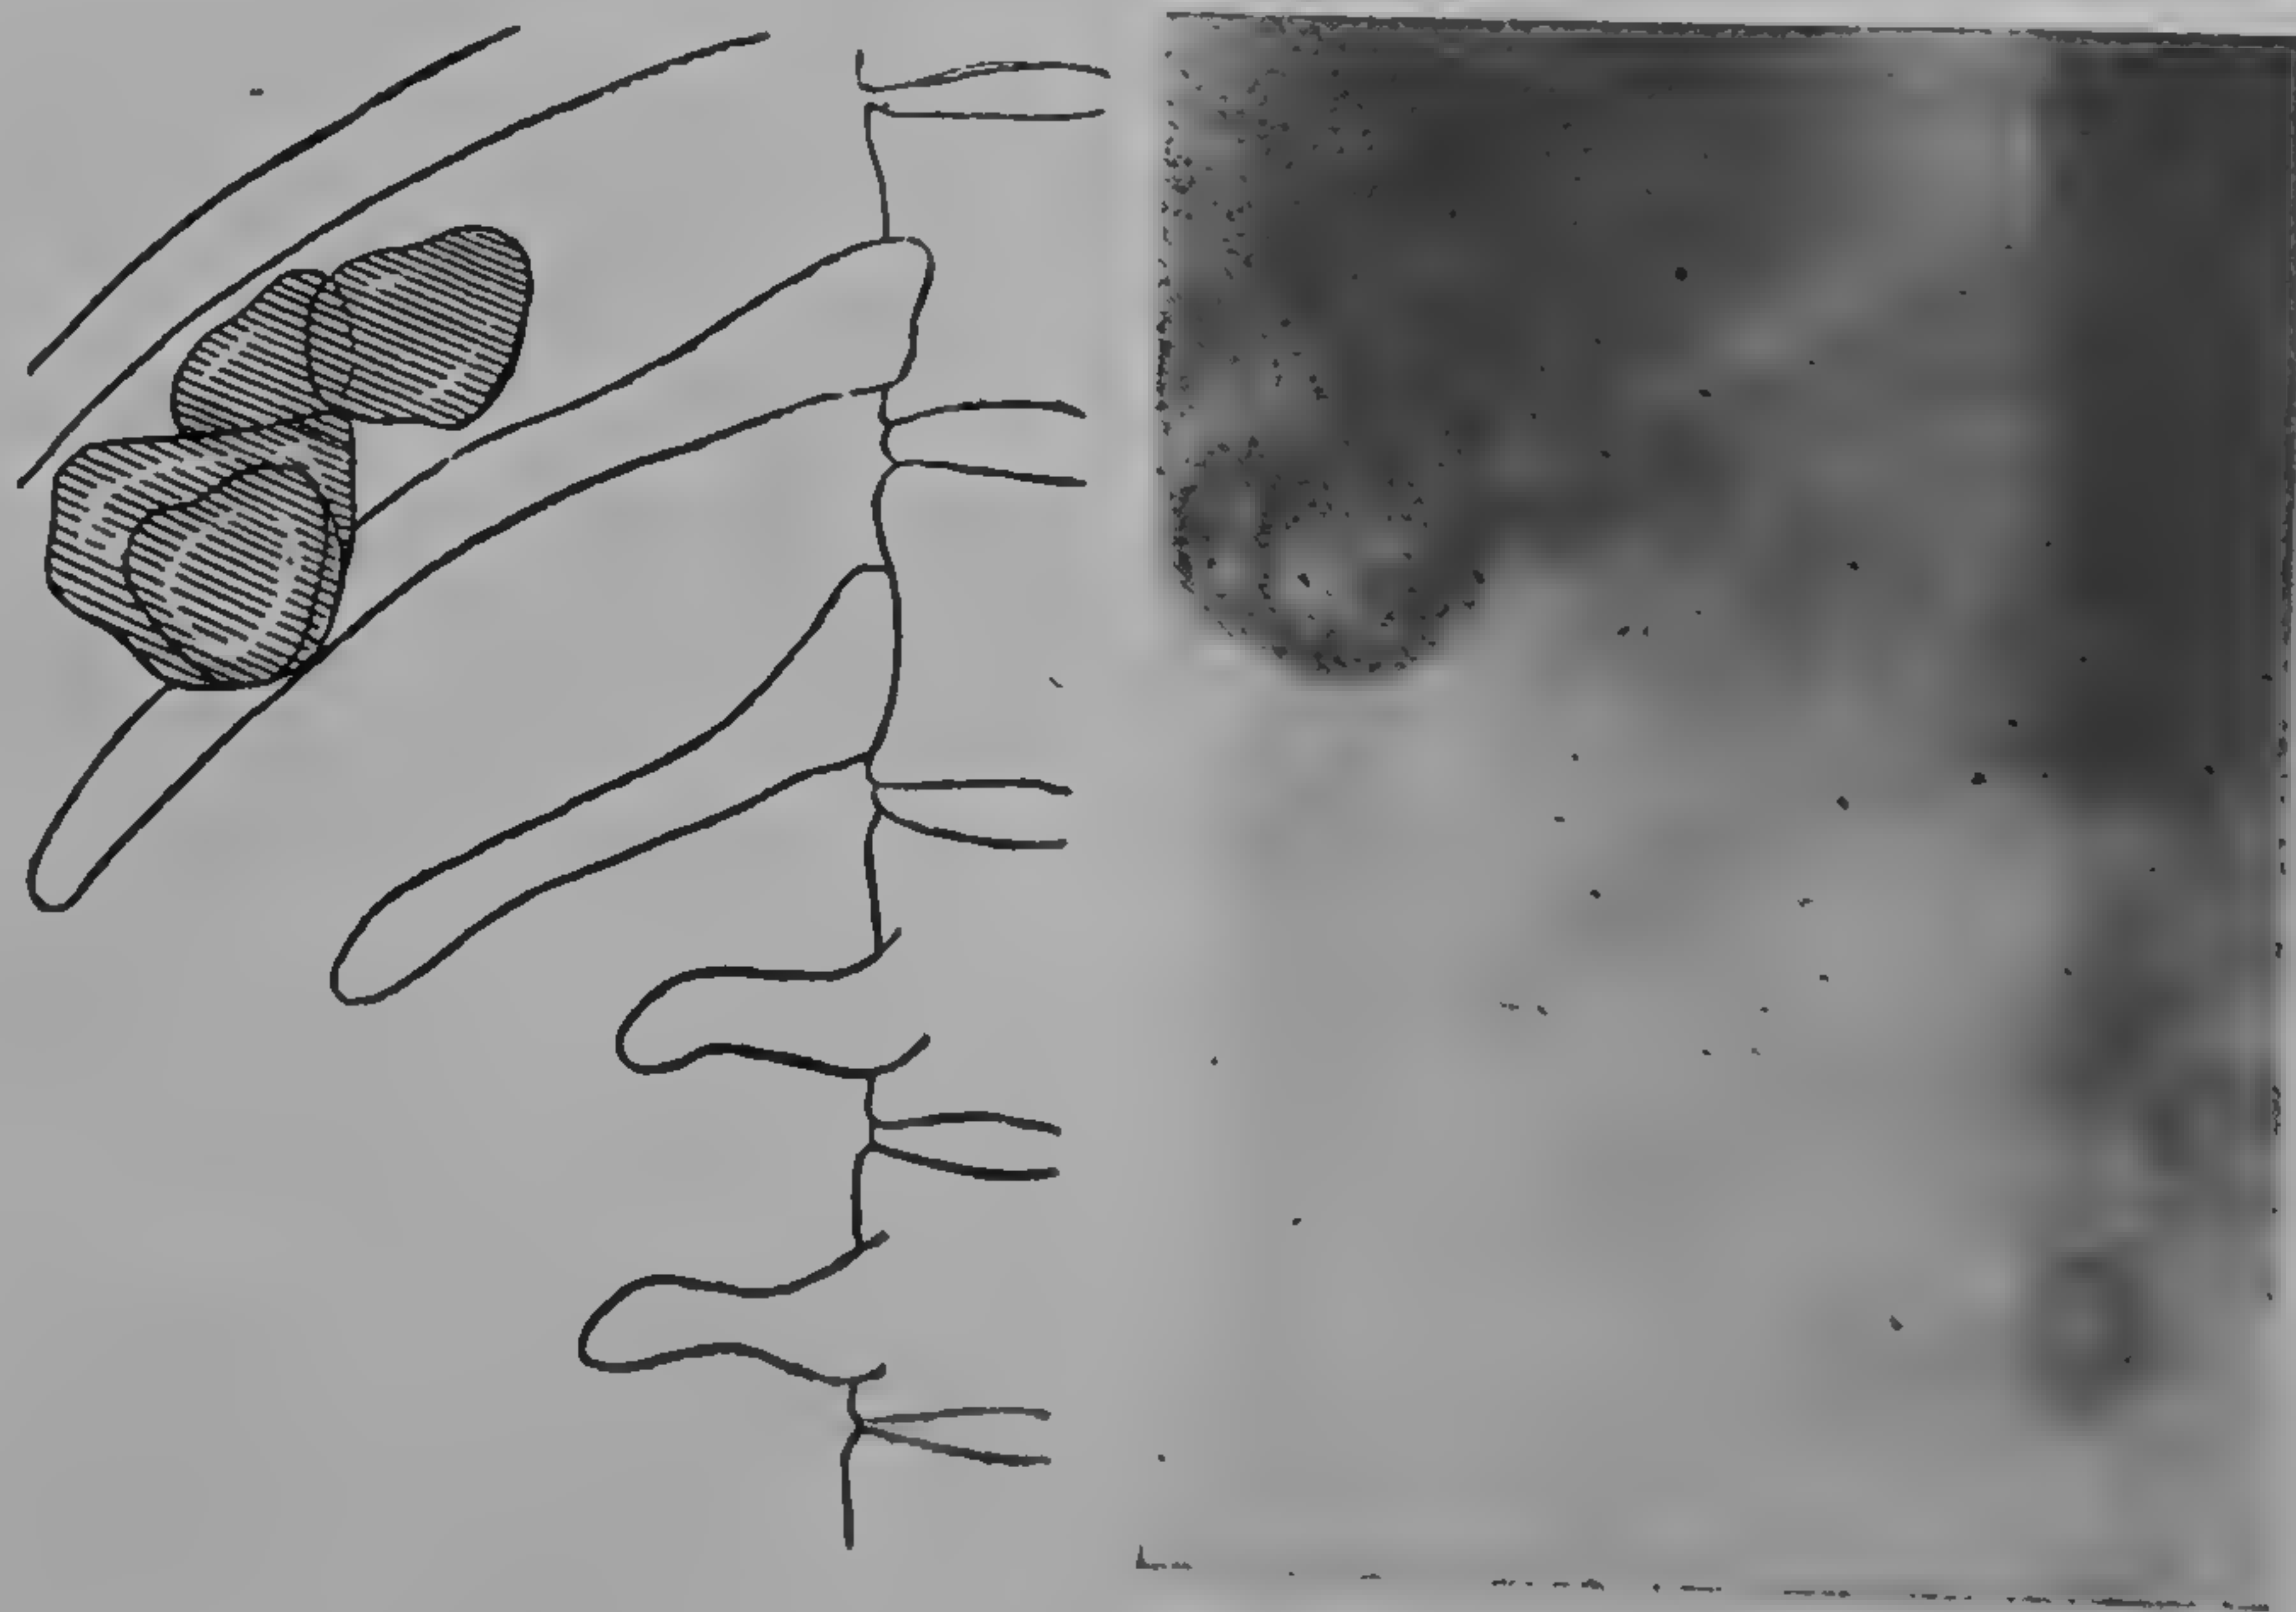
Litiază coleocistică. Calculi multipli radioopaci, vizibili pe o radiografie simplă (clisou dr. Vintilă Ștefănescu).
